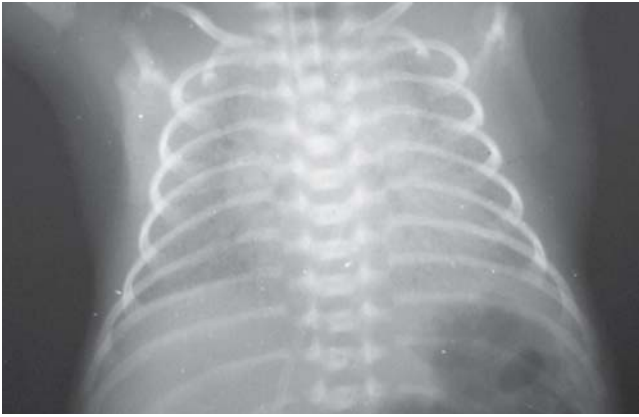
Radiografía de tórax (vista frontal). Enfermedad de la membrana hialina leve: hay pulmones hipoventilados con imagen reticulogranular fina y broncograma aéreo.
